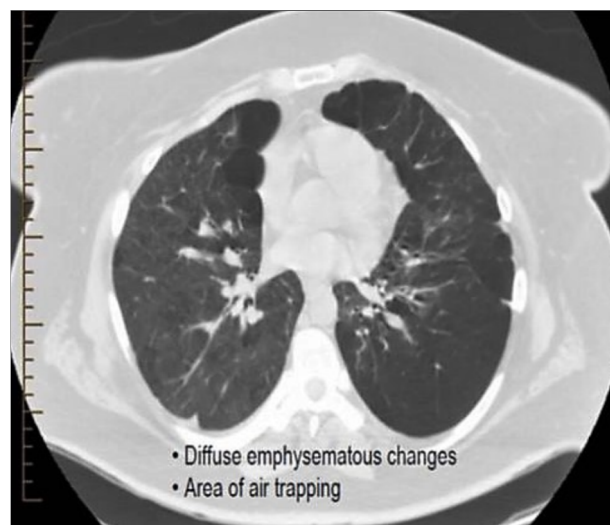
Ребенок С. СКТ. Облитерирующий бронхиолит.
